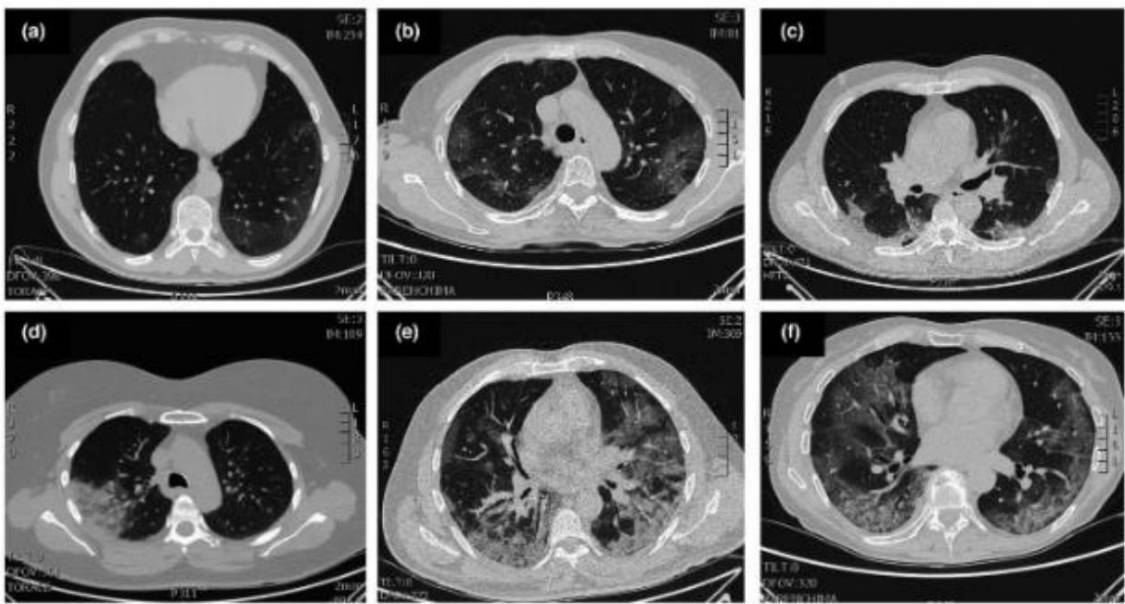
Patrones típicos de COVID-19 en la tomografía computarizada
